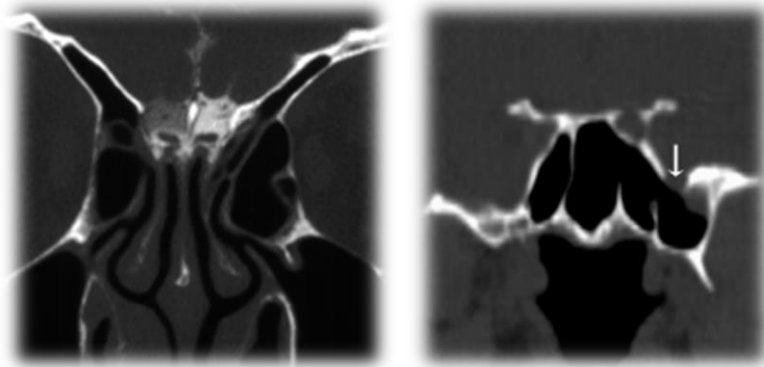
(A) cisternotomografía (B) Tomografía simple de nariz y senos paranasales donde se observa solución de continuidad en pared lateral del seno esfenoidal
